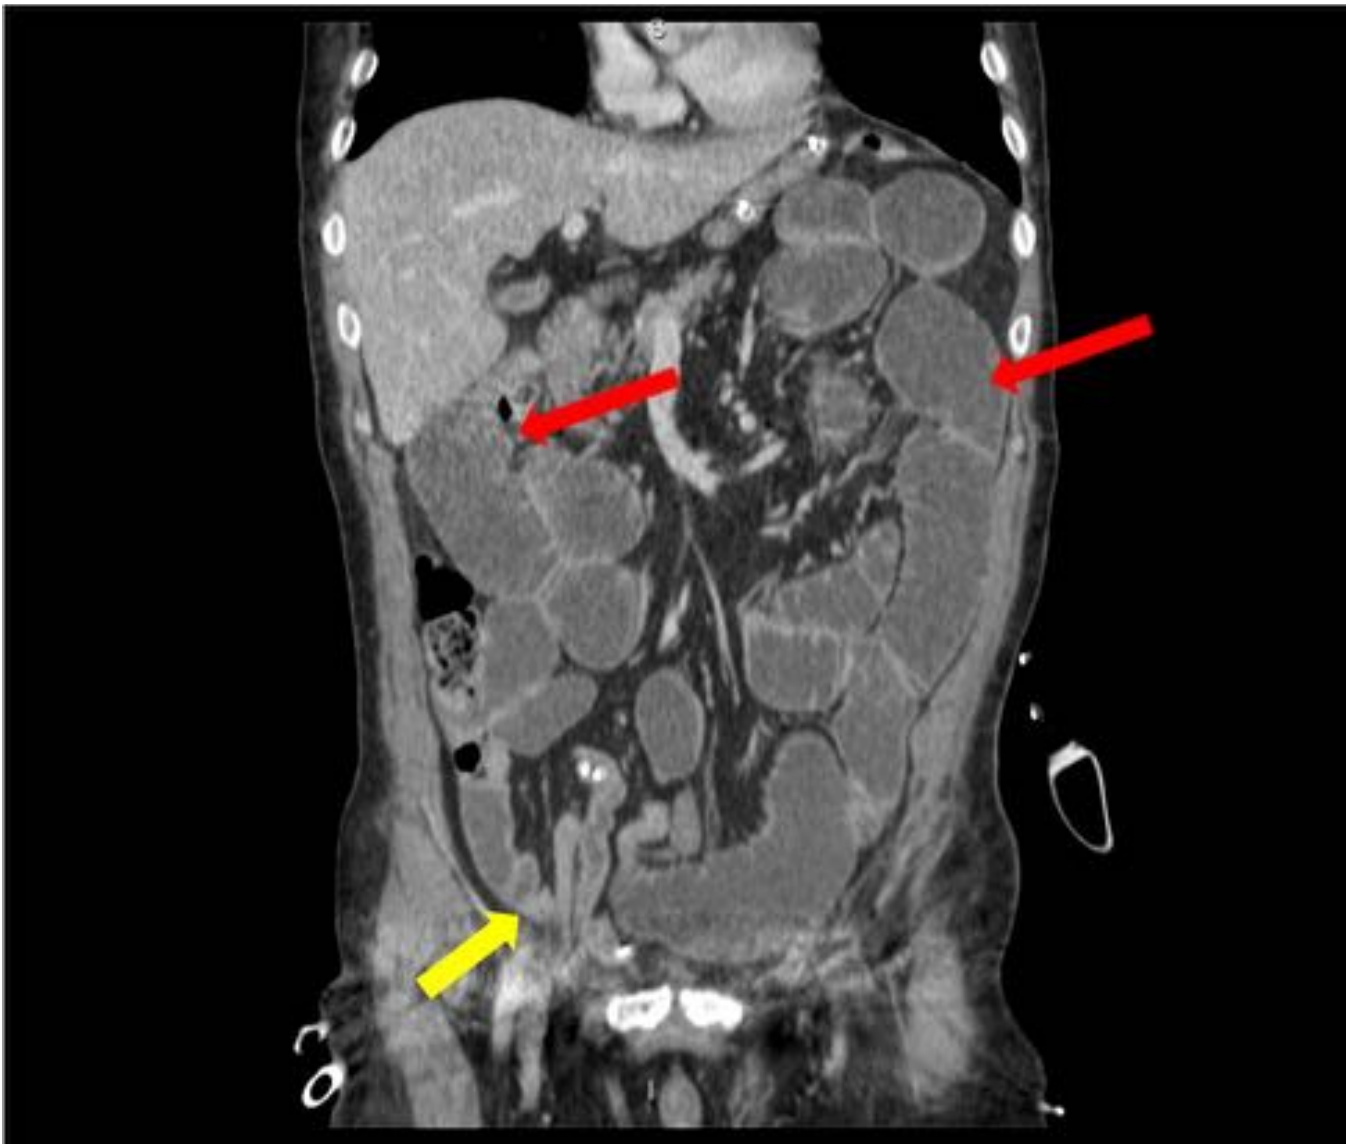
Varón de 65 años intervenido de cistoprostatectomía radical con ureterostomía cutánea hace 5 días. Presenta cuadro de obstrucción intestinal; en la TC se observa dilatación de asas de intestino delgado (flechas rojas), con cambio de calibre cerca de la ureterostomía (flecha amarilla). Requiere cirugía inmediata, con resultado de hernia interna.
